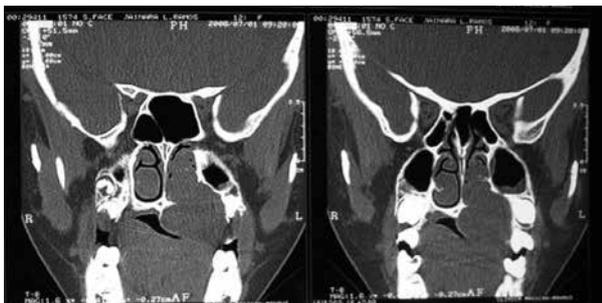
Tomografia computadorizada revelando lesão expansiva heterogênea em cavidade oral e nasal
